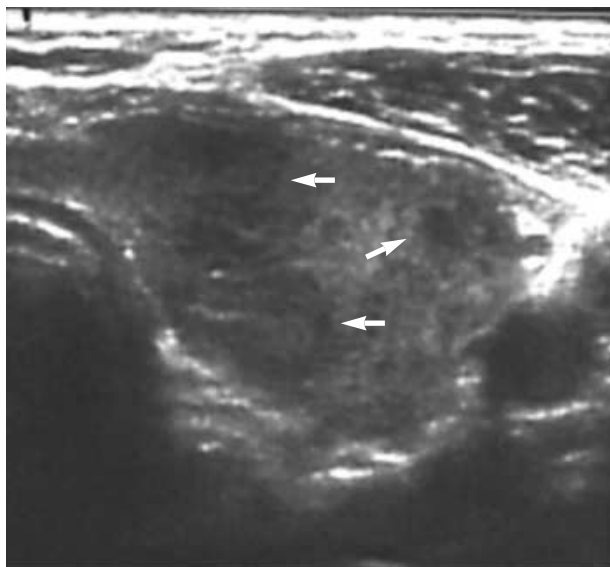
Thyroid ultrasonogram shows diffusely mild enlargement of thyroid glands and multiple hypoechoic nodules (arrow).
